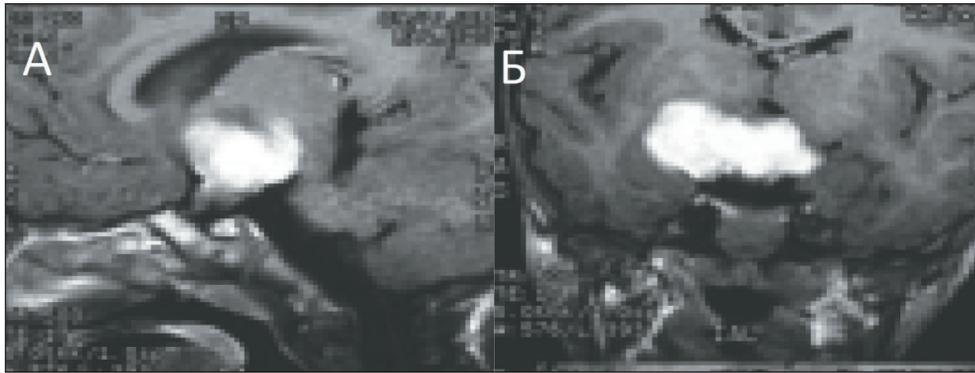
МРТ пациента на момент постановки диагноза: А – сагиттальный срез в режиме T1 с контрастным усилением; Б – коронарный срез в режиме T1 с контрастным усилением
